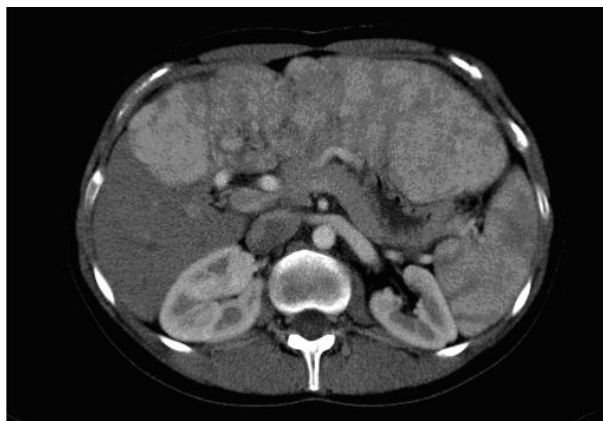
TC fegato. Massa epatica polilobulata a carico dell'emifegato sinistro.
